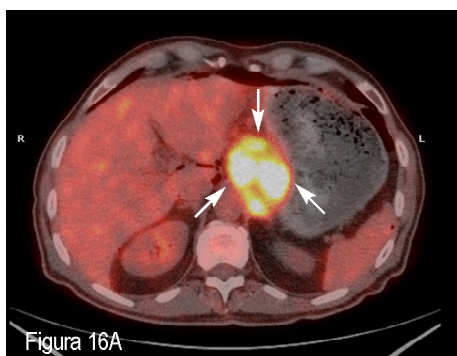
Paciente con LDCGB (ID 86). A: PET/TC DB en la estadificación inicial donde se observa conglomerado adenopático hipercaptante en la región del tronco celiaco (flechas). B: Los mismos hallazgos son objetivados con la PET/TC DA
